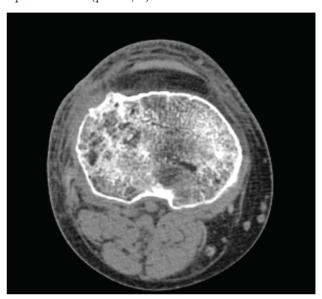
Восстановление структуры губчатой кости после пластики губкой из коллагена типа 1 с костной крошкой (спиральная компьютерная томография)
